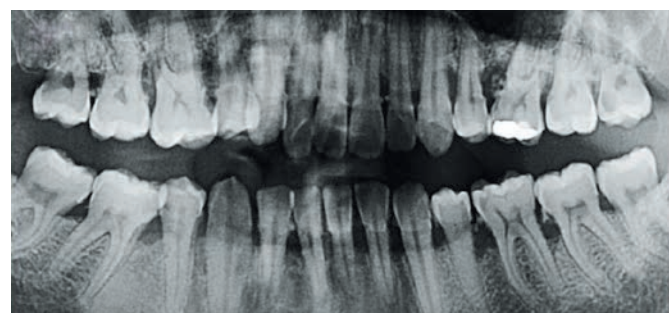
Ортопантомограмма пациента II группы до лечения
